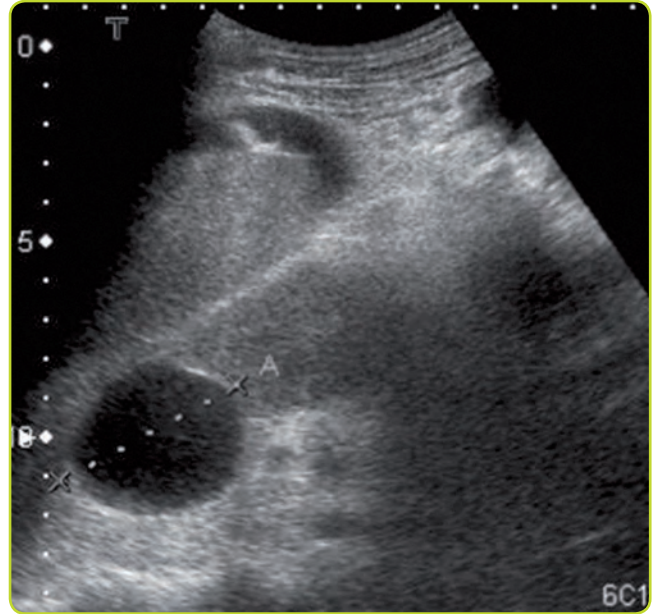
Ecografía de quiste renal simple.
